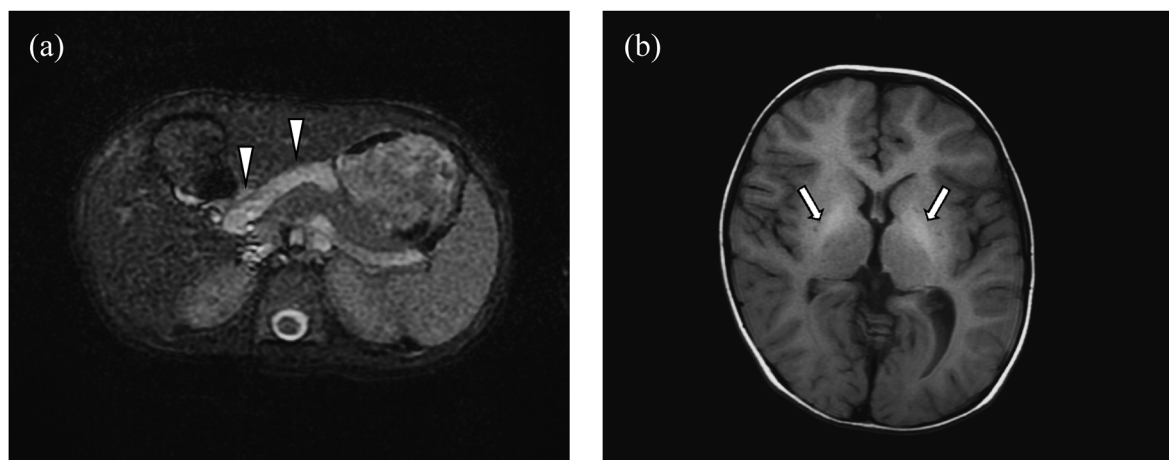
Portosystemic shunt from Abdominal MRI and a HIA lesion of Brain MRI
